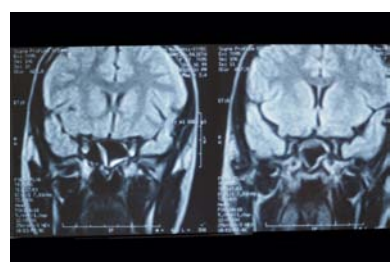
RMN postquirúrgica Seno esfenoidal libre.
